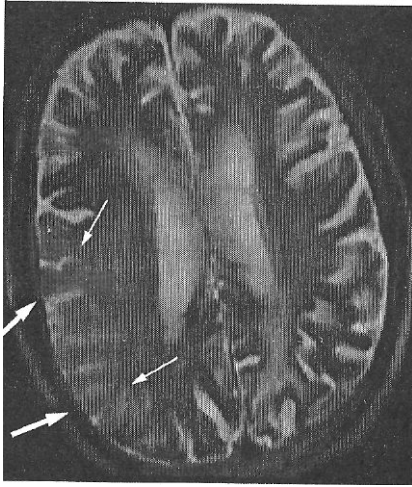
МРТ головного мозку хворого Б., 52 років, через 28 год від початку інсульту. T_2 -зважене зображення, аксіальна площина, зріз на рівні даху тіл бокових шлуночків. У правій півкулі реєструються непрямі ознаки гострого ішемічного інфаркту: згладжування звивин та борозен півкуль мозку (тонкі стрілки), звуження підпау-тинного простору (товсті стрілки) як прояв набряку тканини мозку
